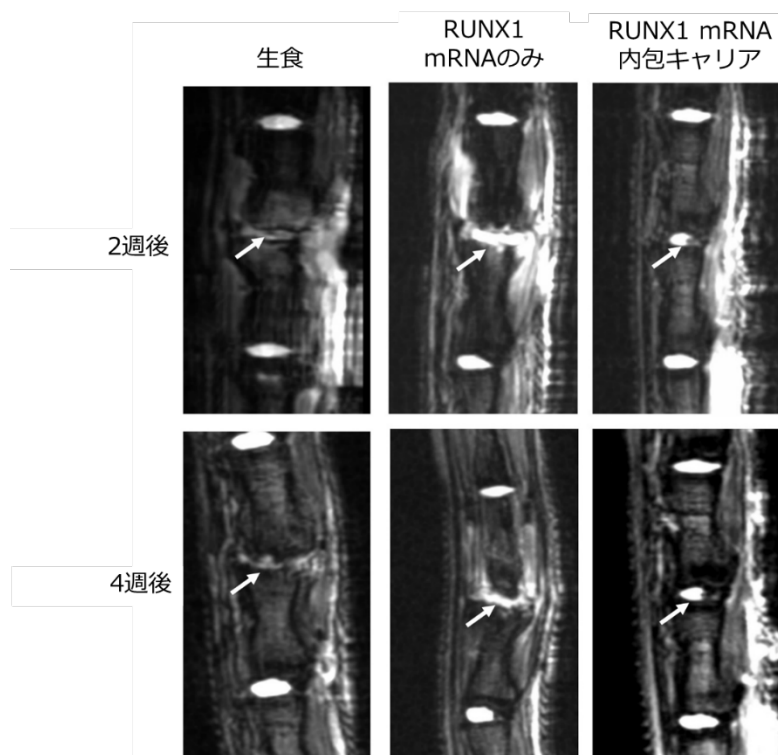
椎間板 MRI 画像:生食コントロールは椎間板の著しい変性が生ずるのに対し、RUNX1 mRNA 内包キャリア投与では、ほぼ正常に近い所見が保たれた。またキャリアを用いない mRNA のみの投与では、椎間板組織に強い炎症反応の生じていることが示唆された。
